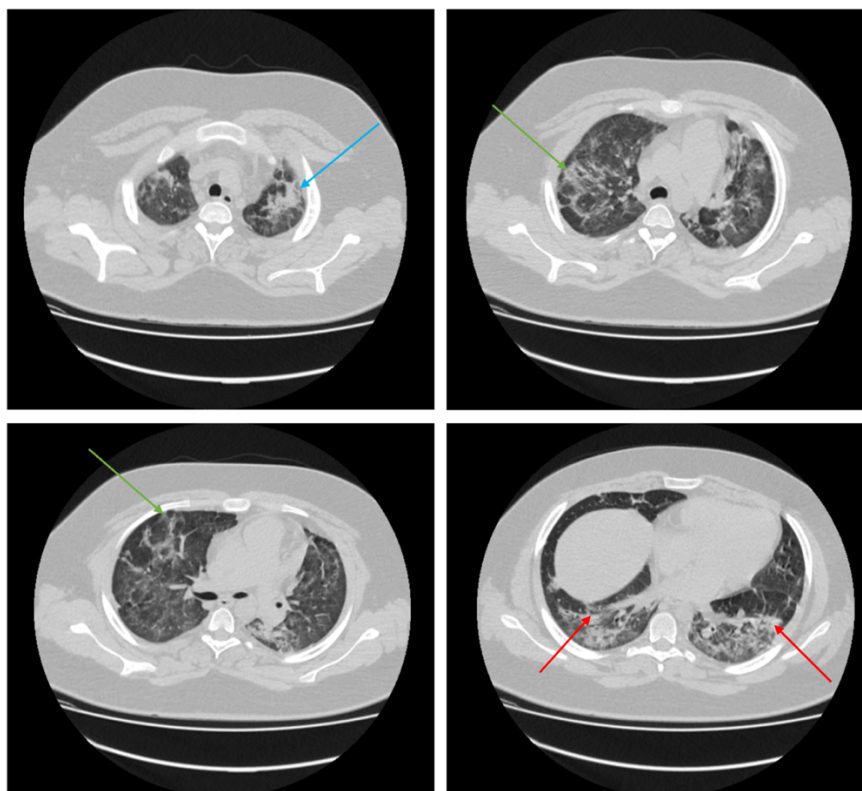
КТ органов грудной клетки от 01.07.2021. Голубой стрелкой обозначен очаг консолидации в верхней доле левого легкого; красными стрелками обозначены зоны консолидации в задних отделах базальных сегментов обоих легких; зелеными стрелками обозначены зоны снижения пневматизации легочной ткани по типу «матового стекла»
